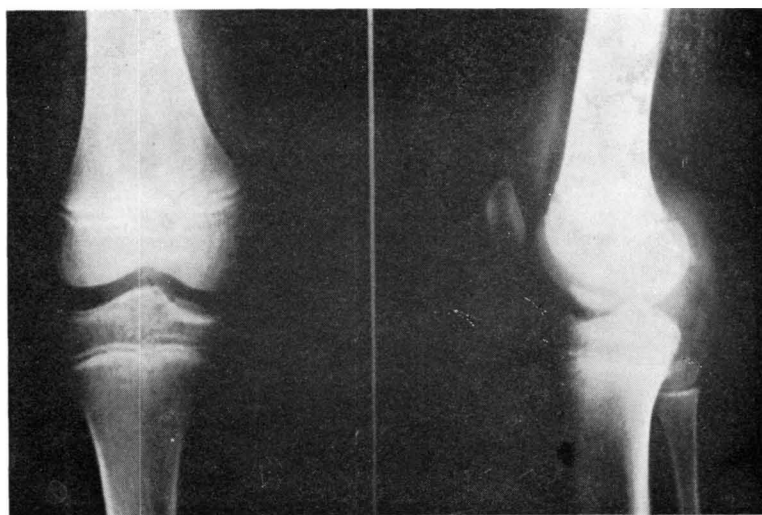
Caso 1. Radiografías iniciales. Fractura tipo III B de ZARICZNYJ.
